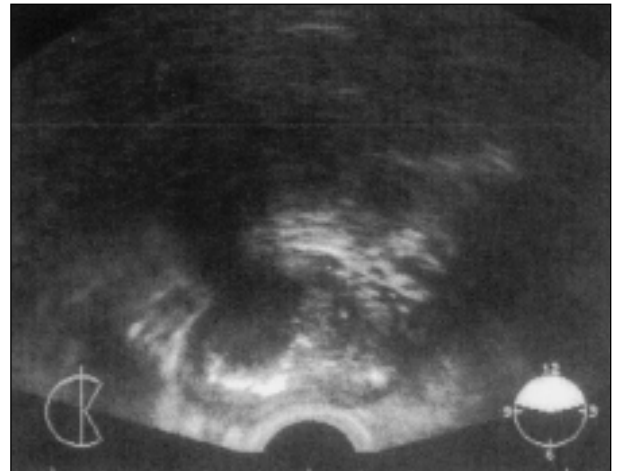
Ecografía TRUS, corte transversal, de un varón de 42 años. Calcificaciones en ambos lóbulos prostáticos que dejan sombra acústica. En el lóbulo izquierdo se aprecia un adenoma de próstata incipiente.
